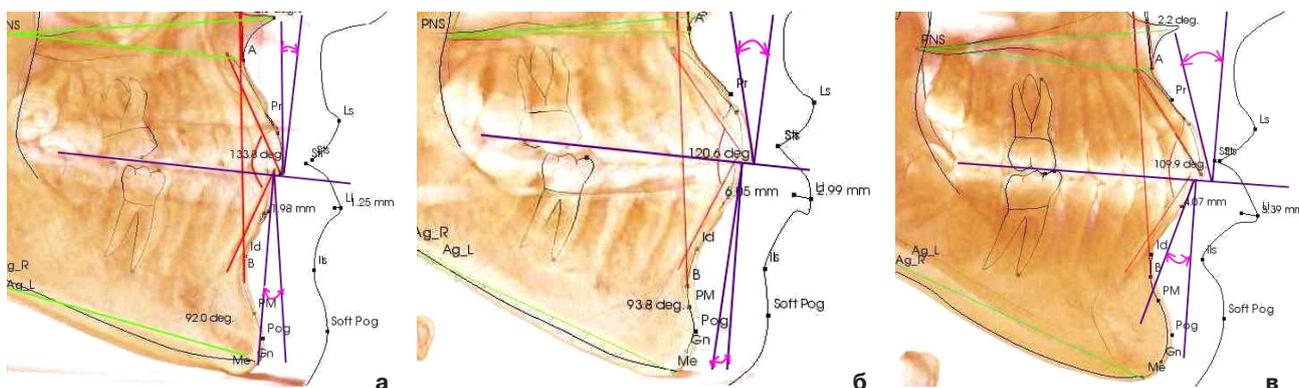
Фрагменты телерентгенограмм головы в боковой проекции и показатели межрезцового угла и торка у пациентов: а – брахифациальный тип лица; б – мезофациальный; в – долихофациальный тип лица
